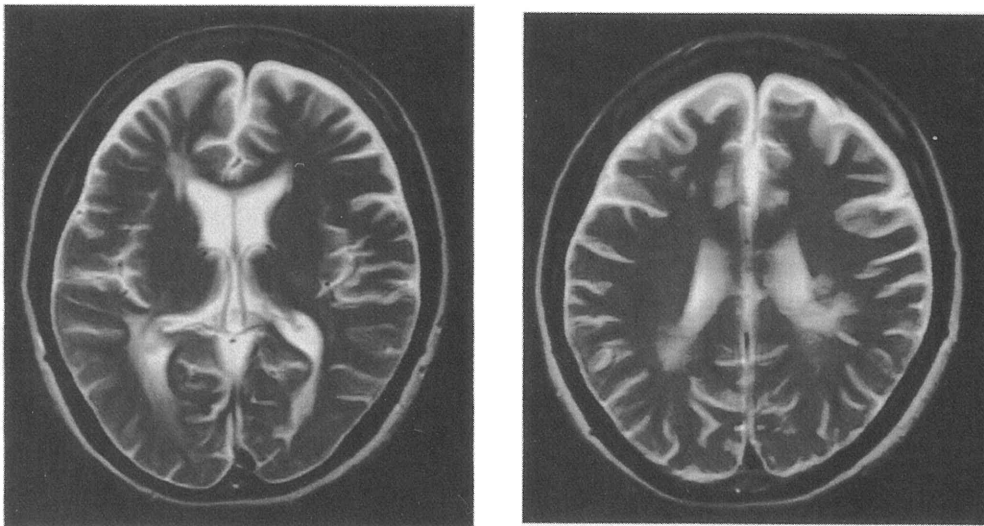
頭部MRI (2001年8月、T2強調画像)
